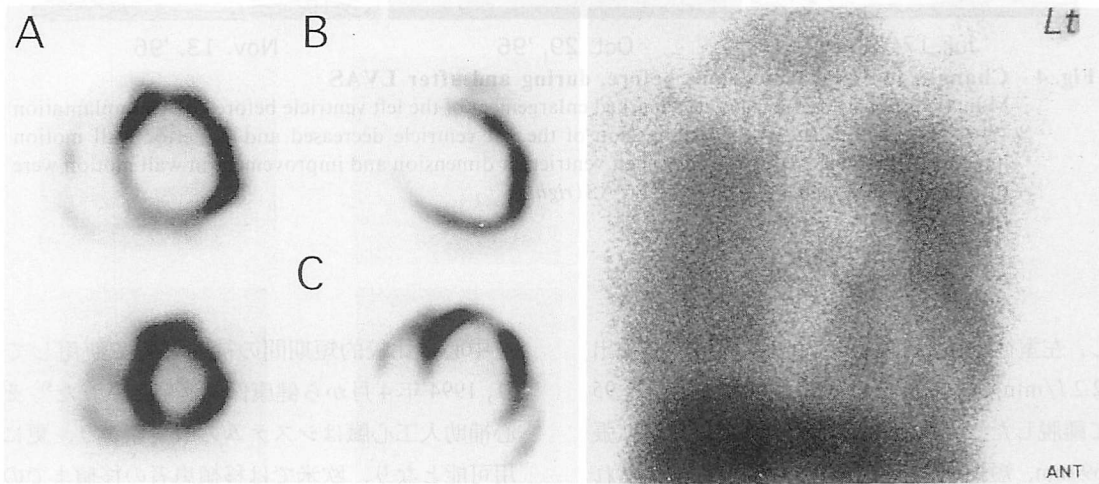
Resting ^{201}Tl -SPECT myocardial images and ^{123}I -MIBG myocardial scintigram
